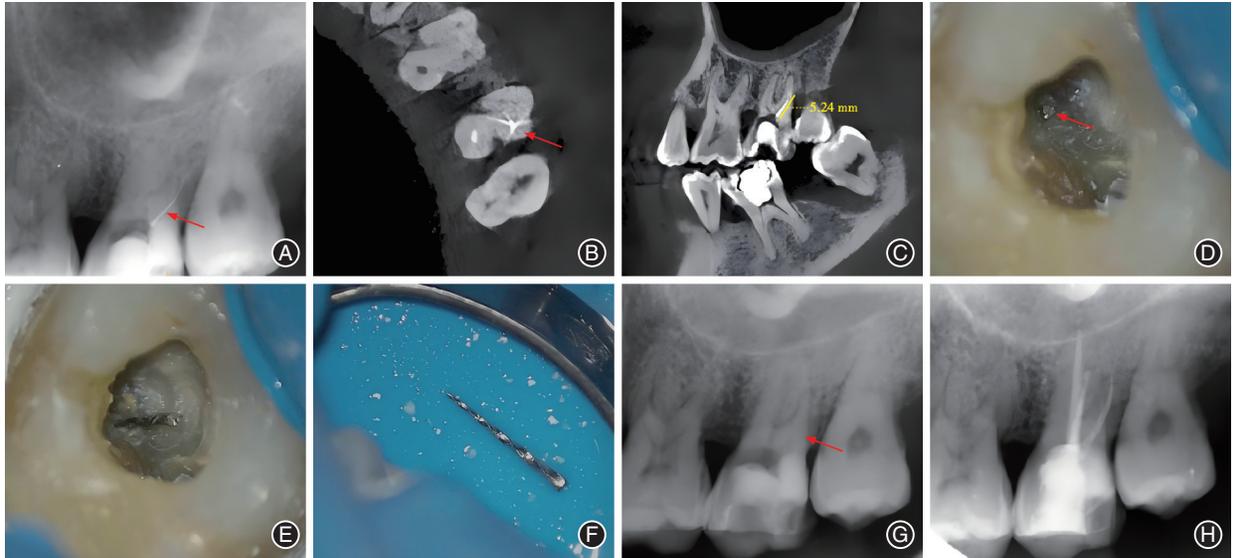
左上第二恒磨牙分离器械取出的影像资料 A:术前X线片示左上第二恒磨牙远颊根存在分离器械(红色箭头所示);B:锥形束CT(CBCT)横截面影像确认,远颊根存在分离器械(红色箭头所示);C:CBCT矢状位影像确认,分离器械长度约为5.24 mm;D:镜下见远颊根的分离器械(红色箭头所示);E:ET25震出分离器械;F:分离器械(镍钛器械)完整取出;G:震出分离器械即刻X线片,已无分离器械(红色箭头所示);H:根管充填后拍摄X线片示根充到位。
